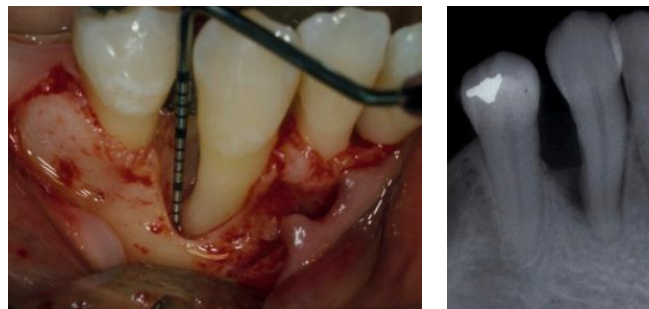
Vue clinique et image radiographique d'un défaut vertical distal d'une canine inférieure droite (Reynolds, 2015)
